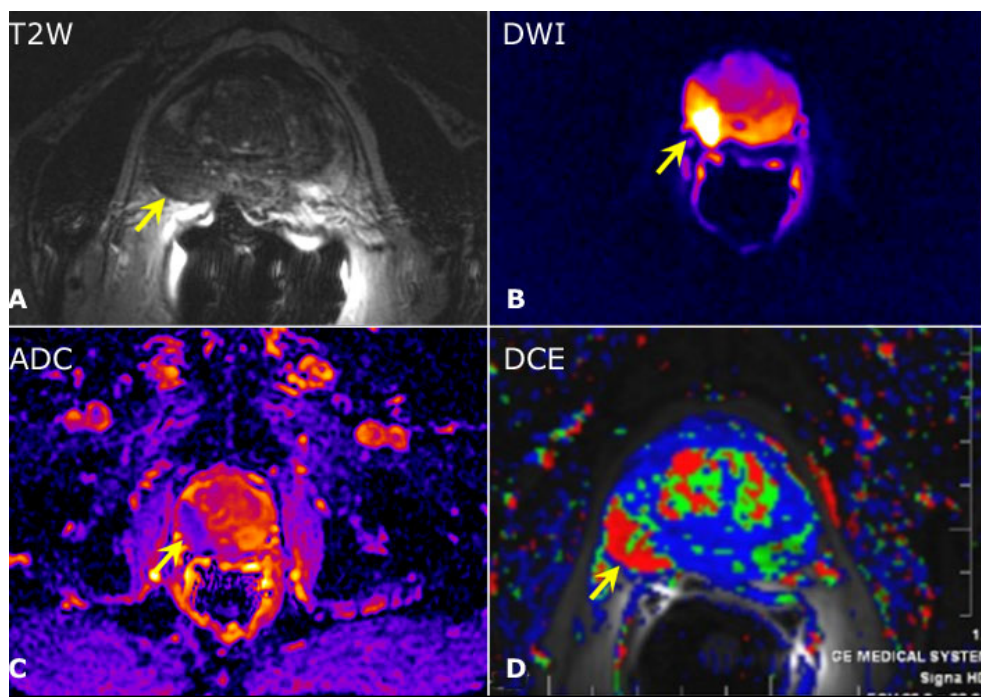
Imágenes MPMRI evidenciando un tumor en la PZ. A) wT₂, B) en difusión DWI, C) coeficientes de difusión aparente ADC, D) imagen DCE de un paciente con pCA. Imágenes tomadas de Miller, J.C., y Phil, D. (2015).
